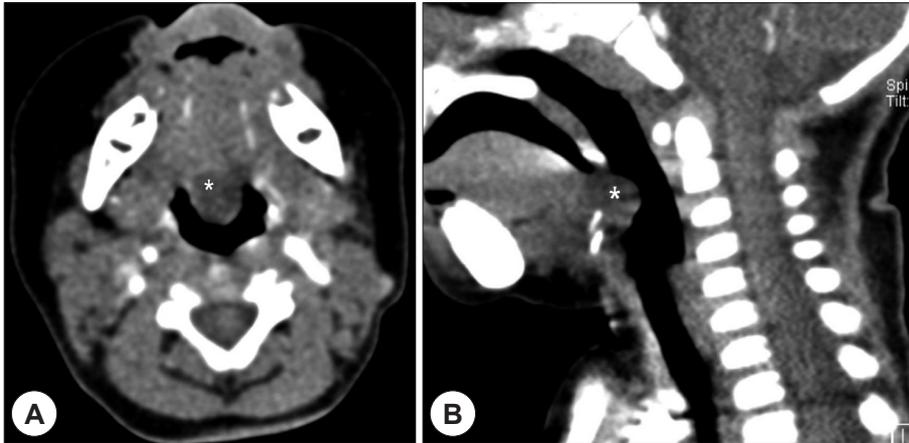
Axial (A) and sagittal reformatted (B) contrast-enhanced CT images show a hypointense mass (asterix) bulging into the vallecular space.
